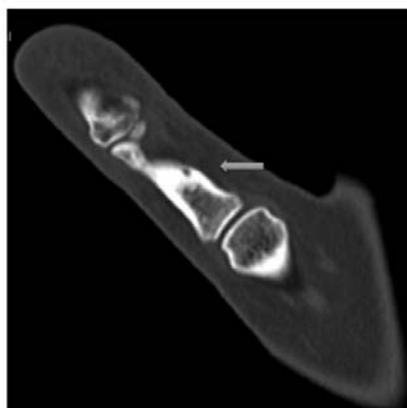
TC del pulgar: defecto lítico cortical con trayecto oblicuo a la medular que podría corresponder a un canal vascular.
